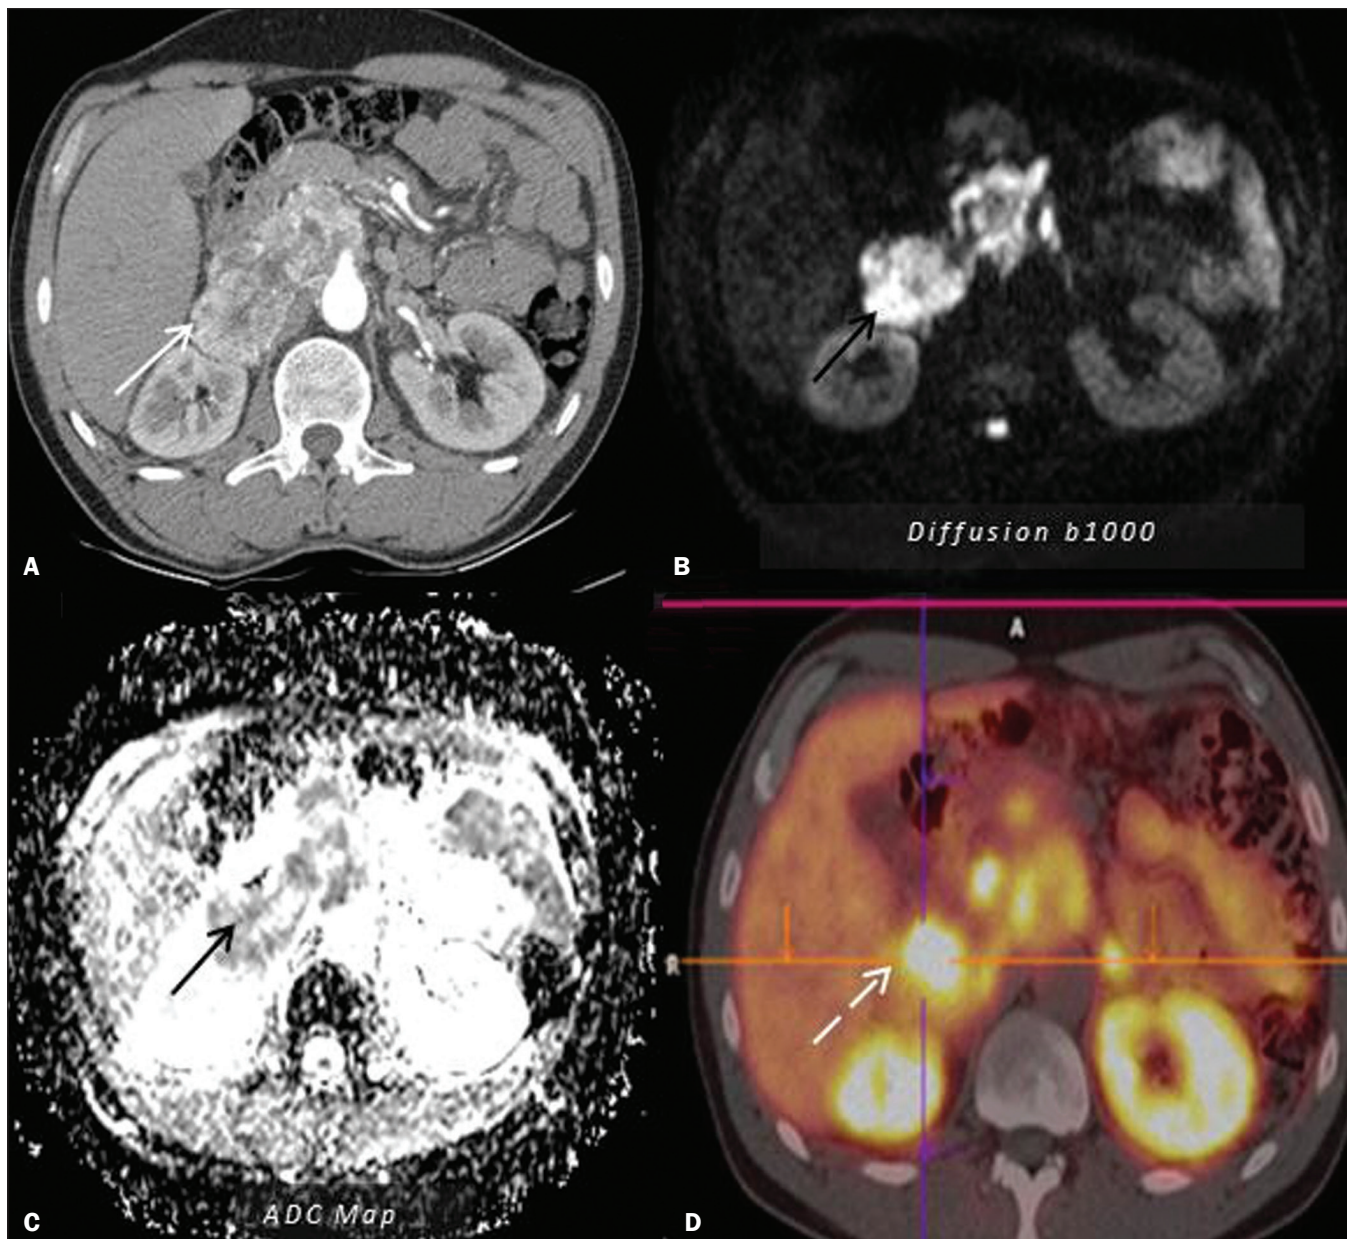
Paraganglioma. TC (A) e RM (B,C) mostrando lesão sólida expansiva retroperitoneal para-aórtica direita. A lesão apresentava-se hipervascularizada na TC, fase arterial (seta branca em A) e mostrava-se com alto sinal na RM em T2, sem focos de gordura microscópica ou macroscópica, com restrição à difusão das moléculas de água (restrição nas setas pretas em B e C). PET/CT com gálio-68 dotatato (D) mostrou intensa avidéz do radiotraçador pela lesão (seta tracejada).
